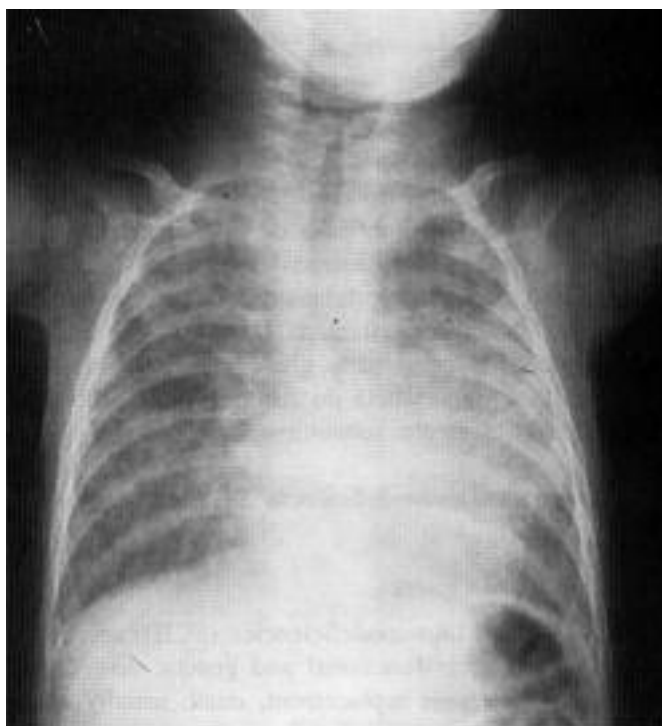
Telerradiografia do tórax com padrão alvéolo-intersticial difuso bilateral
